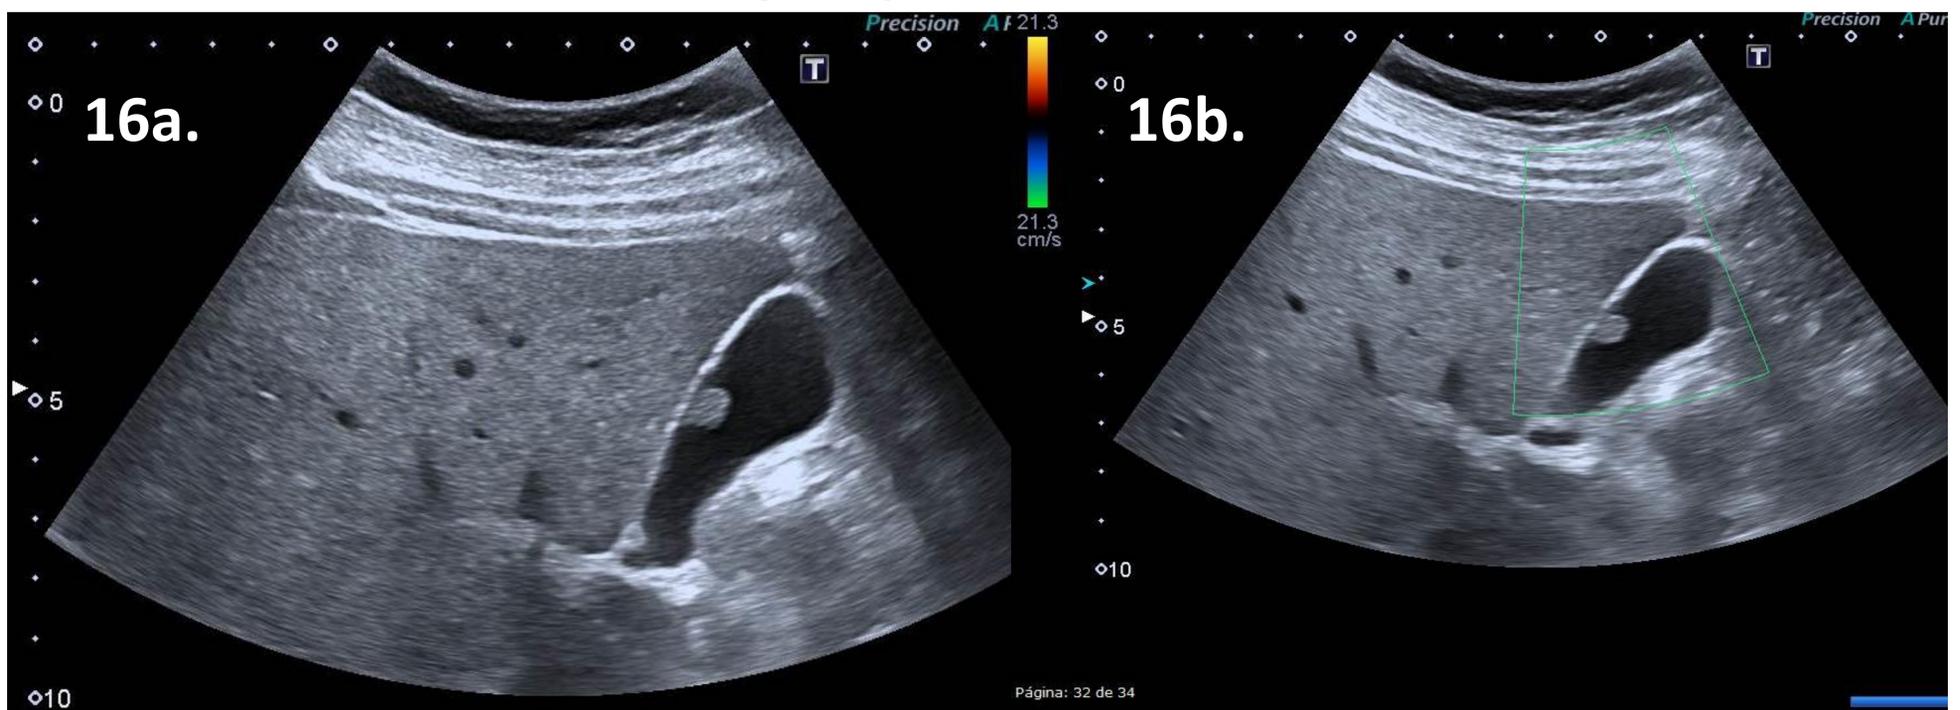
Pólipo vesicular de 6,5 mm en mujer de 60 años, con Doppler negativo. Aunque es sugestivo de pseudopólipo, se trata de pólipo >6mm en paciente >50 años (factor de riesgo). Además, uno de los pólipos presentaba crecimiento (aprox 2 mm) en un año. La paciente fue derivada a cirugía general para valorar colecistectomía.
